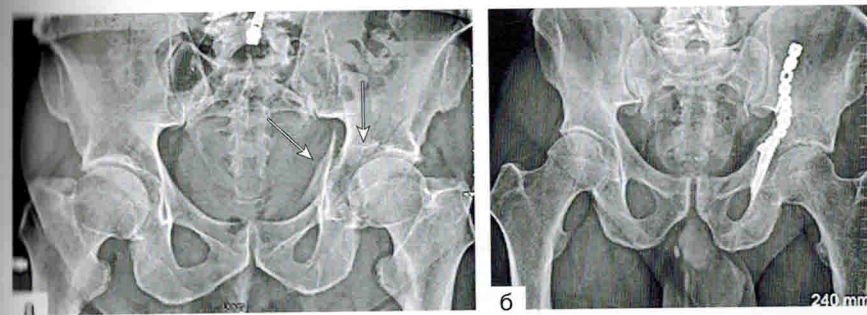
Перелом передней колонны с косым переломом задней колонны, вдавленным переломом верхнемедиального отдела нагружаемой части вертлужной впадины и переломом квадрилатеральной поверхности со смещением: а — рентгенограмма пациента в передней задней проекции с переломом передней колонны с косым переломом задней колонны, вдавленным переломом верхнемедиального отдела нагружаемой части вертлужной впадины и переломом КЛП со смещением (обозначено белыми стрелками); б — рентгенограмма того же пациента в передней задней проекции после выполненной открытой репозиции и внутренней фиксации реконструктивной пластиной; в — 3D-реконструкция перелома передней колонны с косым переломом задней колонны, перелома квадрилатеральной поверхности с переходом на переднюю колонну и лонную кость (отмечено белой стрелкой); г — 3D-реконструкция косого перелома задней колонны (Butterwick D., et al., 2015)
